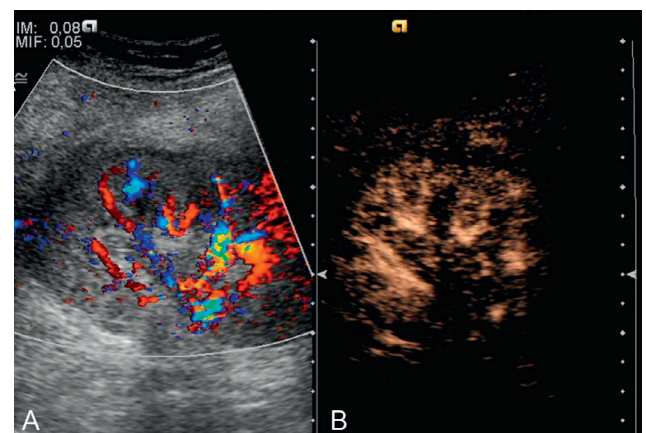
Cortex rénal Doppler couleur (A) et après injection de *Sonovue* (B).
